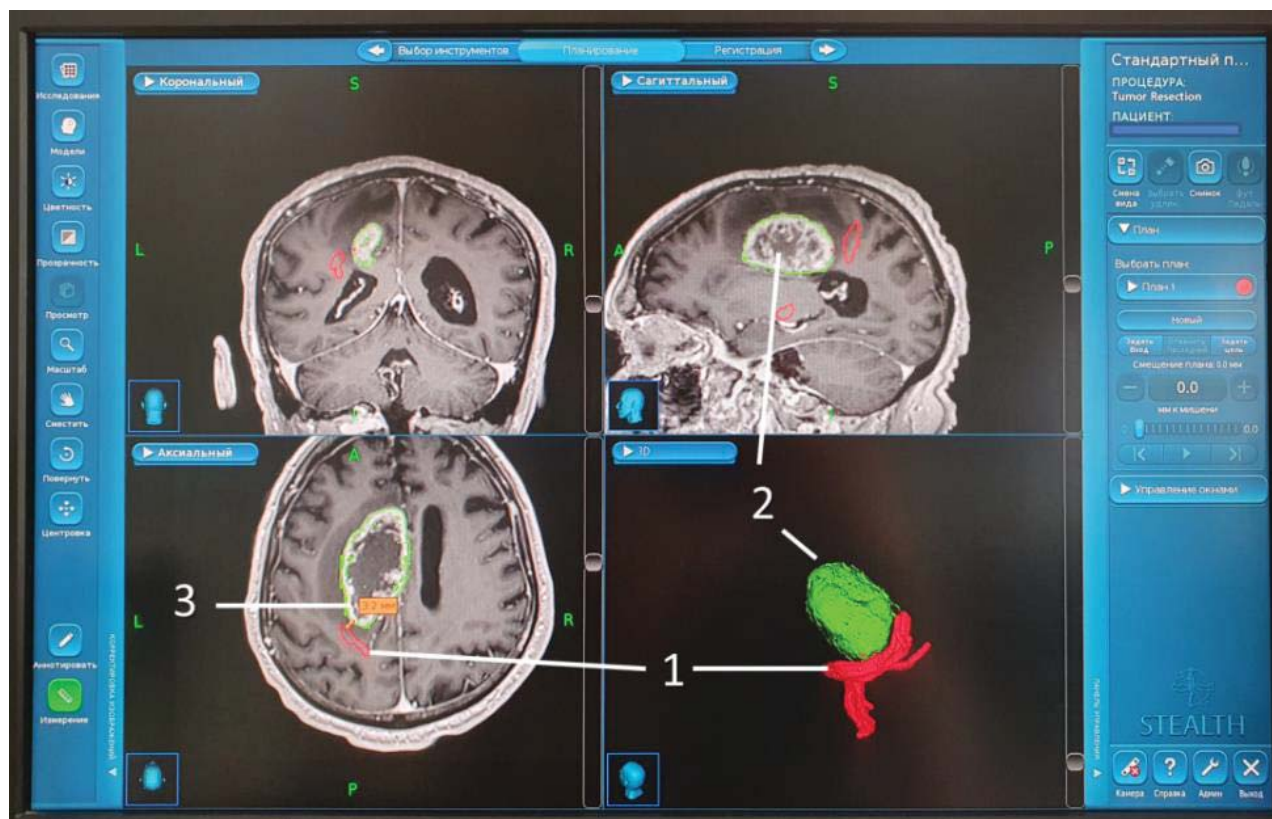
Вид совмещенной структурной МРТ пациента в T1-последовательности с контрастированием, моделей КСТ и опухоли в программе «Cranial» станции планирования Medtronic Stealth Station S7:
